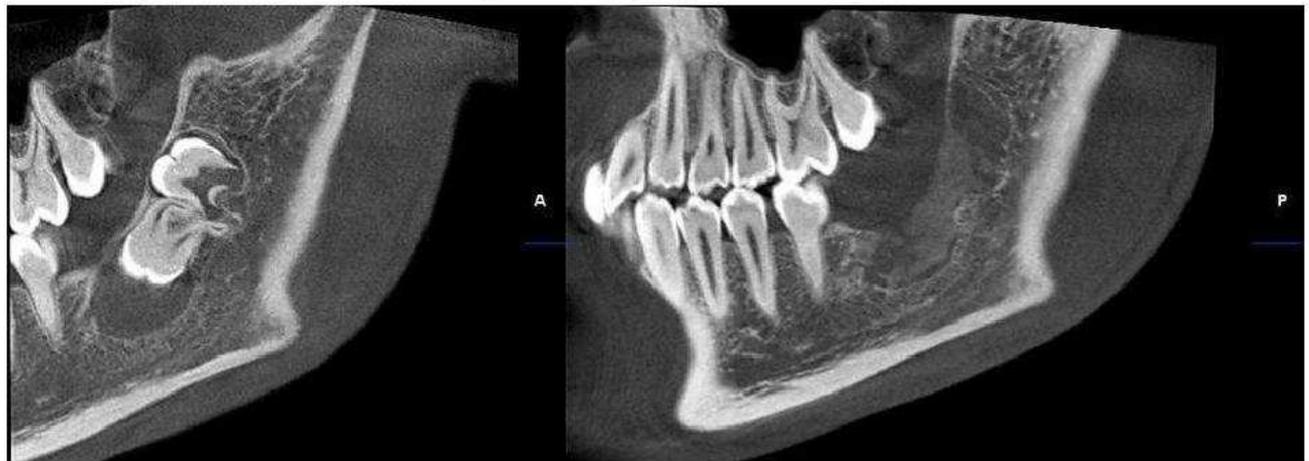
Radiografía panorámica de control, octubre de 2013. Los dientes 47 y 48 fueron extraídos junto al quiste. Se observan signos de neoformación ósea en los márgenes del lecho quirúrgico.
